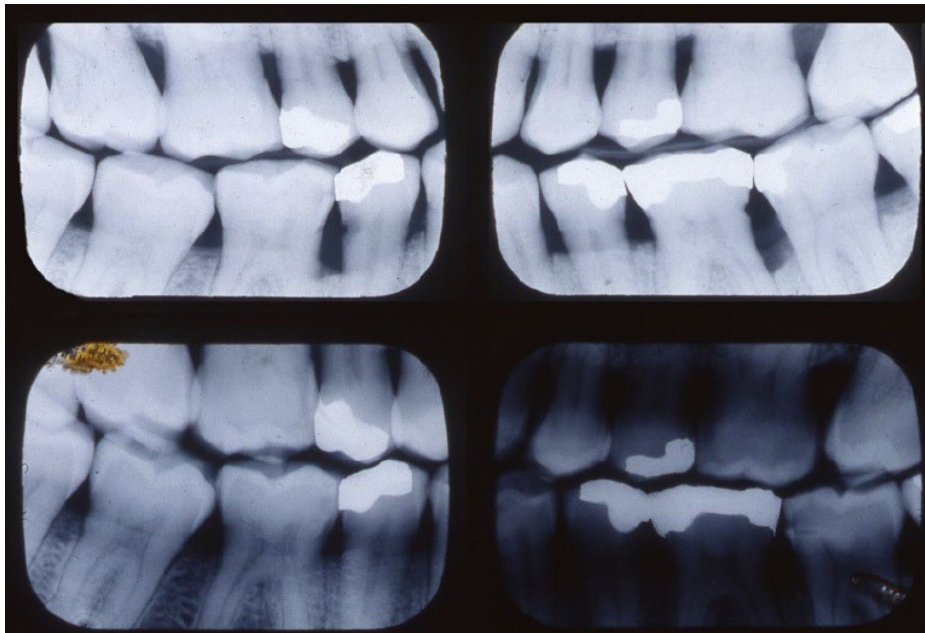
Comparación radiografías de aleta de mordida. Rx AM en la parte superior, Rx PM en la parte inferior ⁴².
